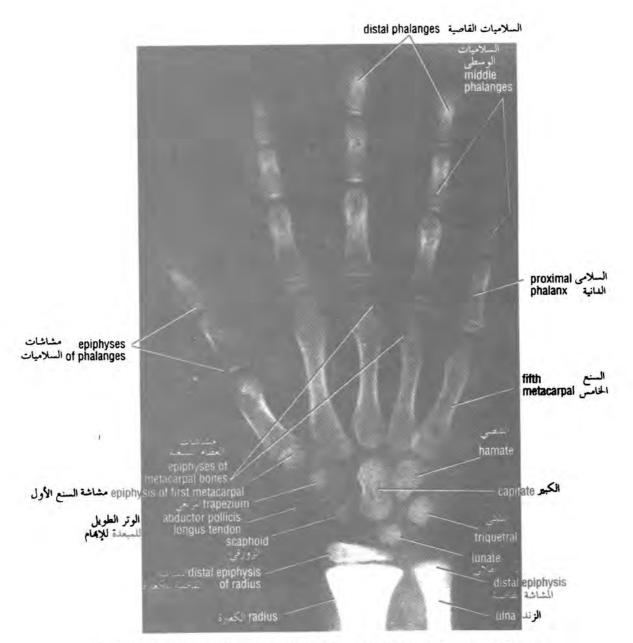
Posteroanterior radiograph of the wrist and hand of an 8-year-old boy.
